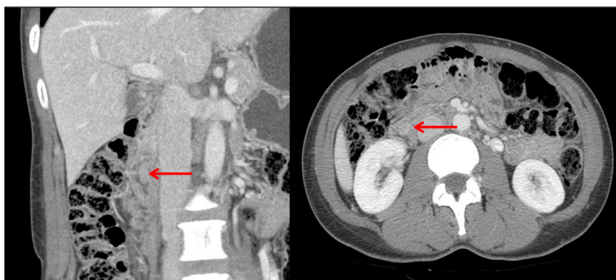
Abdomen transverse and coronal CT images show a 1.2×1.7 -cm ovoid mass in the second portion of the duodenum.
